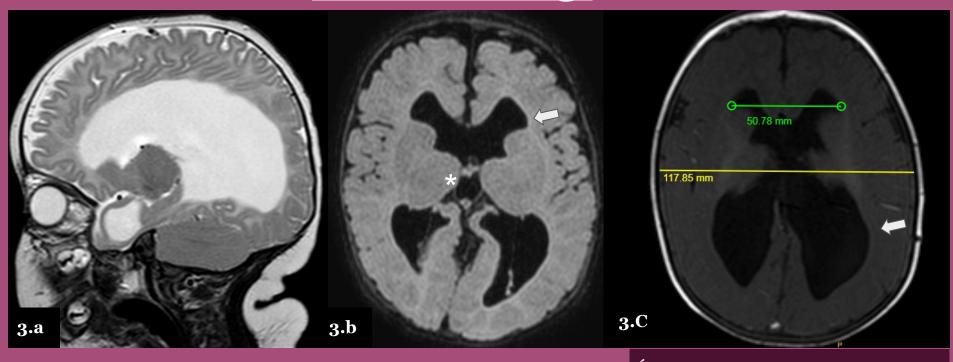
Secuencias ponderada en T2 corte sagital (a) y FLAIR (b) y ponderada en T1 © cortes axiales. Se observa en cerebro de un paciente de cinco meses de edad marcada dilatación de los ventrículos laterales (flecha blanca) y del tercer ventrículo (asterisco), con un Índice de Evans 0.43 (c).
